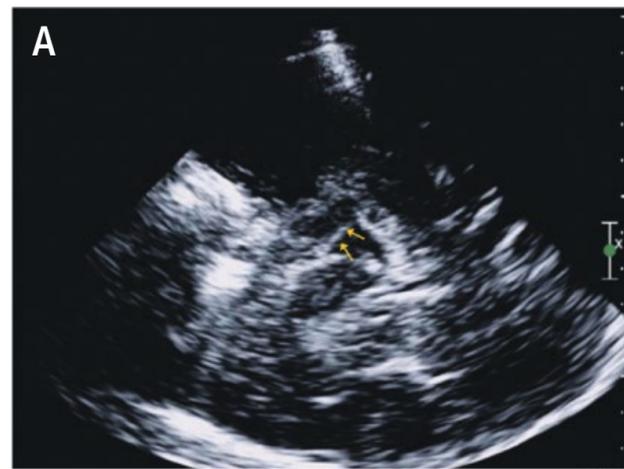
Hirnsonographie Parkinson-typischer Veränderungen.
